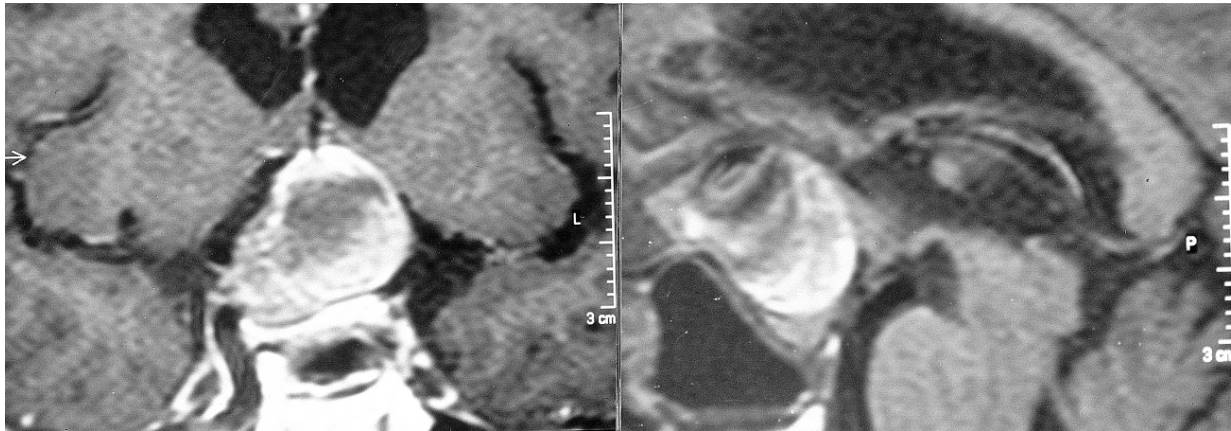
Ressonância magnética em T1 mostrando aneurisma gigante parcialmente trombosado insinuando-se para o interior da sela túrcica.
